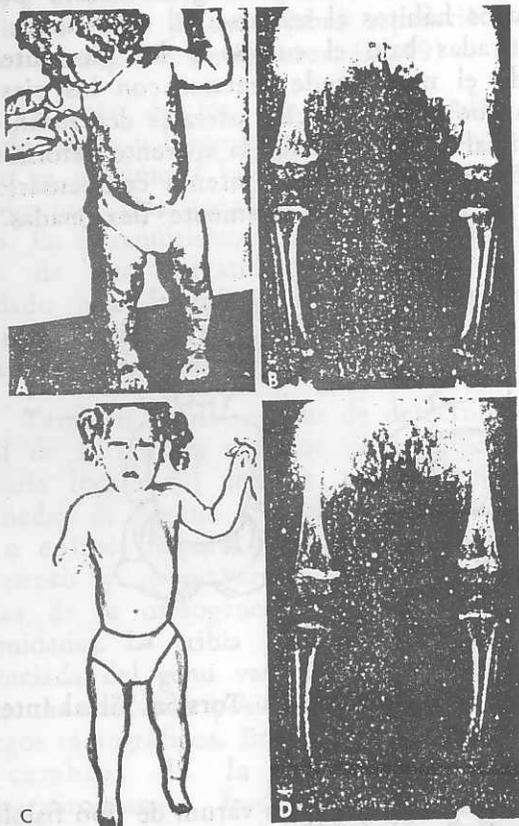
A. niña de 12 meses de edad con varus fisiológico. Apréciase la amplia base de sustentación, el encorvamiento de las piernas hacia afuera, y la actitud de rotación interna. La prominencia lateral de la zona interior de la pierna es intensificada por la grasa de la pequeña y la torsión tibial interna. B. radiografía con la pequeña de tibia. Apréciase la prominencia interna de la zona distal del fémur y la metafisis proximal de la tibia, engrosamiento asimétrico de la corteza tibial y la epífisis tibial distal, y orientación hacia adentro. El ángulo tibiofemoral mide 12° de varus. C. resolución del varus fisiológico a los 21 meses de edad. Apréciase el aspecto más recto de las piernas, con menor torsión tibial interna. No se hizo tratamiento alguno. D. radiografía con la pequeña de pie. Hay menor prominencia de las metafisis femoral y tibial. El plano de la epífisis tibial distal se ha dirigido cada vez menos hacia adentro. El ángulo tibiofemoral mide 3° de varus. (19)
